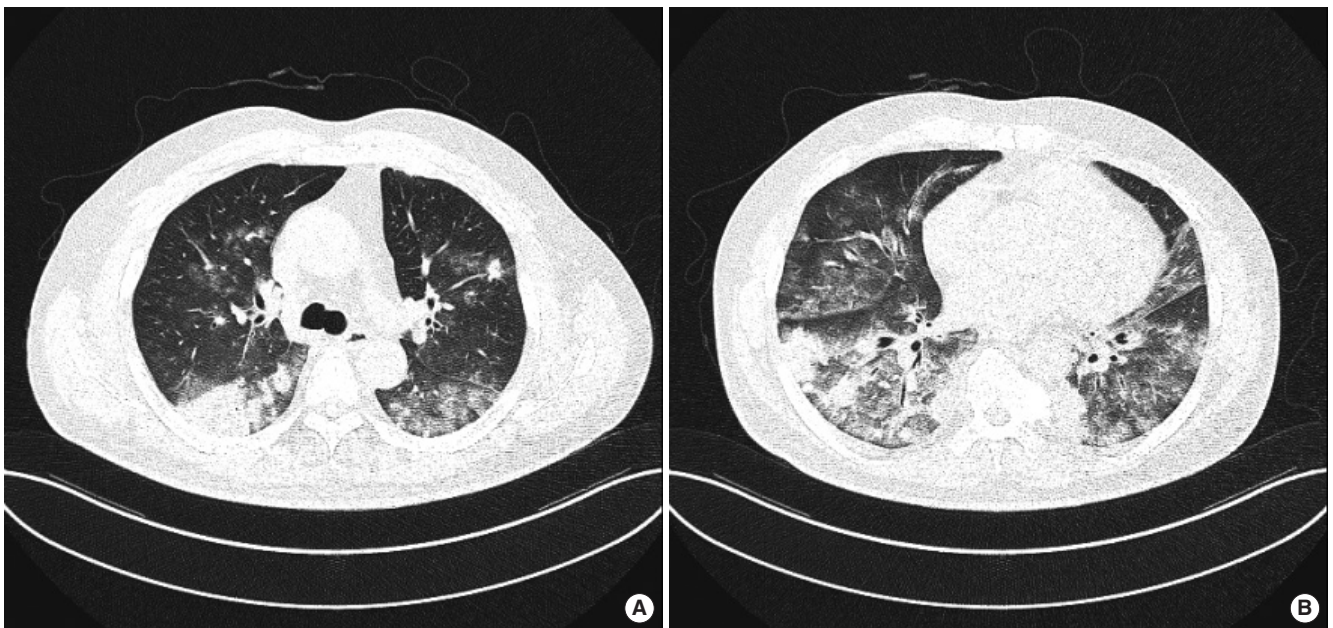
Chest computed tomography scan reveals diffuse patchy peribronchial consolidation and ground-glass opacities in both lungs (A, B), predominantly in the right lower lung (B).
